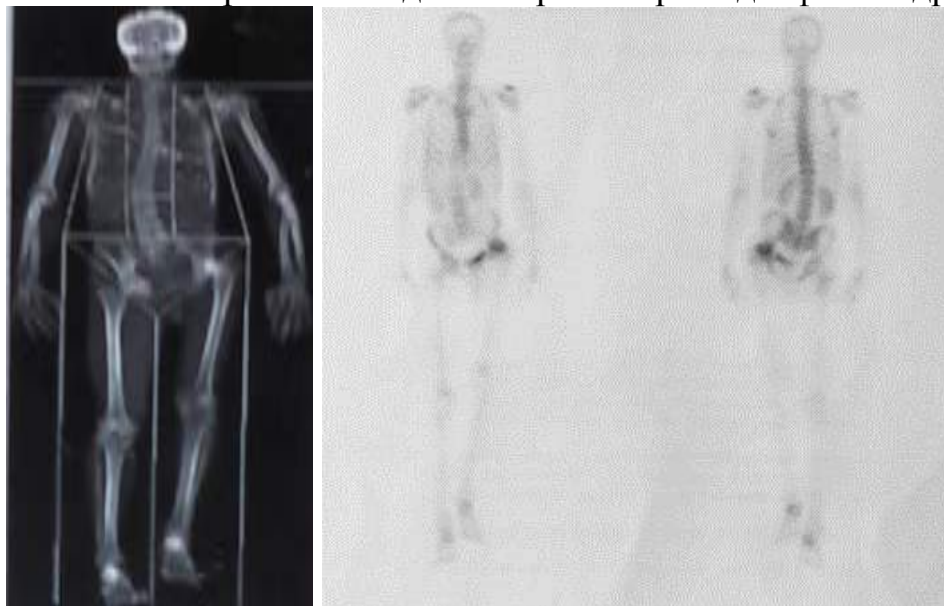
♂, 45 лет; данные остеоденситометрии, остеосцинтиграфии: отмечаются признаки повышения плотности костной ткани в области левого тазобедренного сустава, позвоночнике, значительное накопление радиофармпрепарата в области левого тазобедренного сустава
